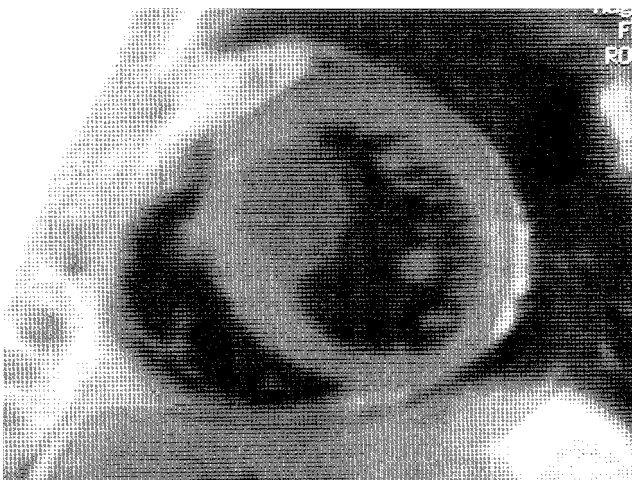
Resonancia Magnética Nuclear: imagen de quistes septales.
